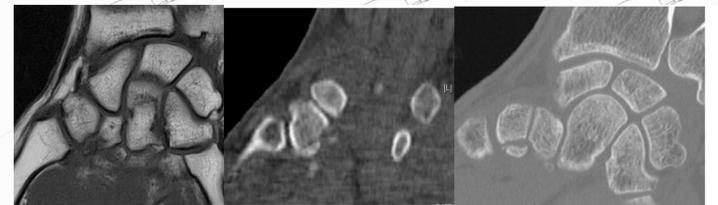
de gauche à droite : IRM initial concluant à l'absence de fracture, TEMP-TDM montrant une fracture, TDM à 6 mois affirmant la pseudarthrose
